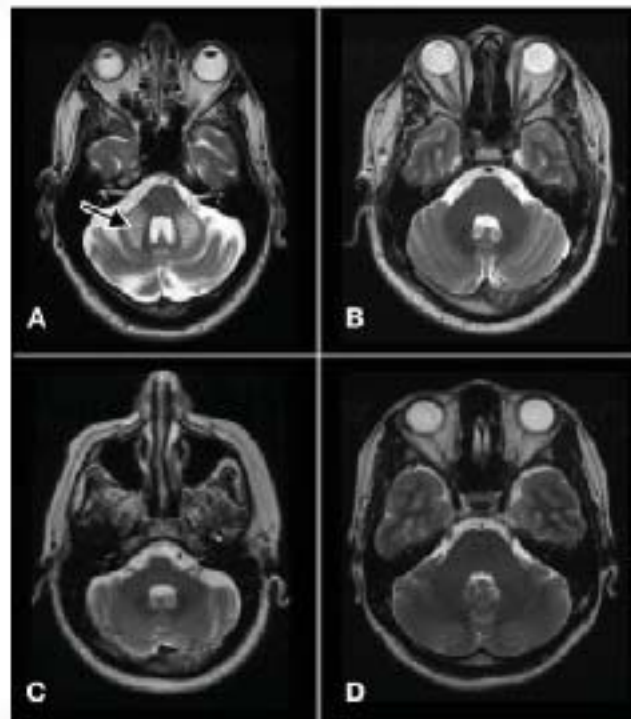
Hallazgos por MRI [Fig. T2]. (A) Paciente masculino de 70 años de edad con diagnóstico clínico y molecular de FXTAS. Flecha: Se observa hiperintensidad de pedúnculo cerebeloso medio (Signo MPC) típico de FXTAS. (B) paciente II6; (C) paciente III5 (D) paciente III7, en los tres pacientes presentados no se observa el signo MPC.
